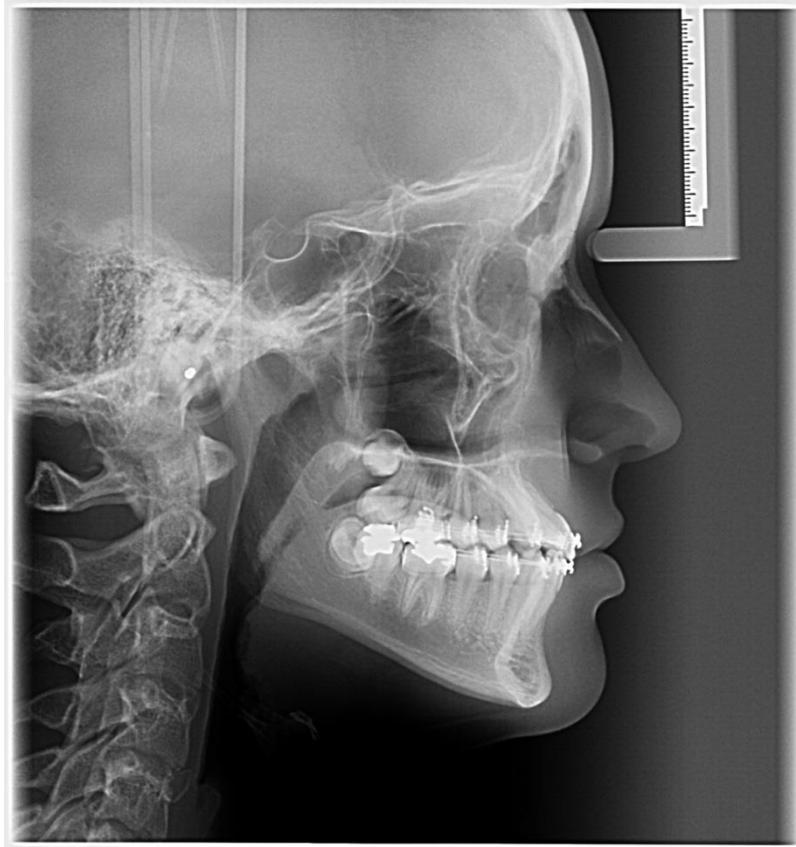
Telerradiografia atual
